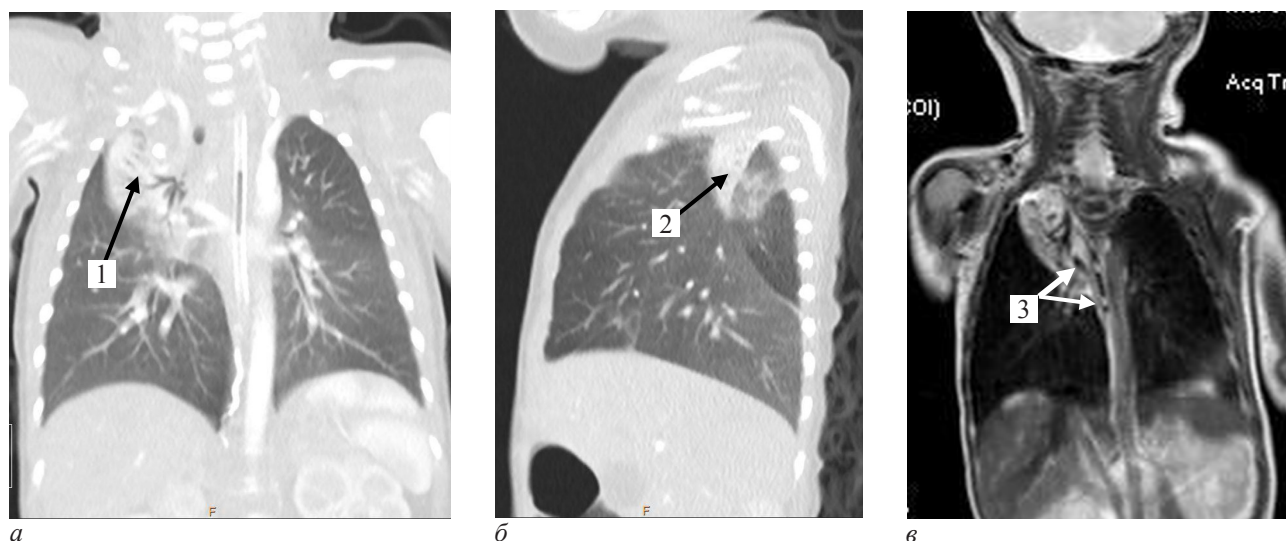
МРТ груди. Аномальный участок легочной ткани в верхних отделах правой плевральной полости (1, 2) с aberrантным кровоснабжением (3):
